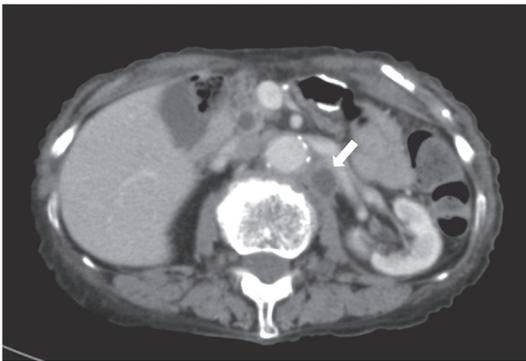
Two months after the second operation, CT shows enlarged para-aortic lymph nodes (arrow).
